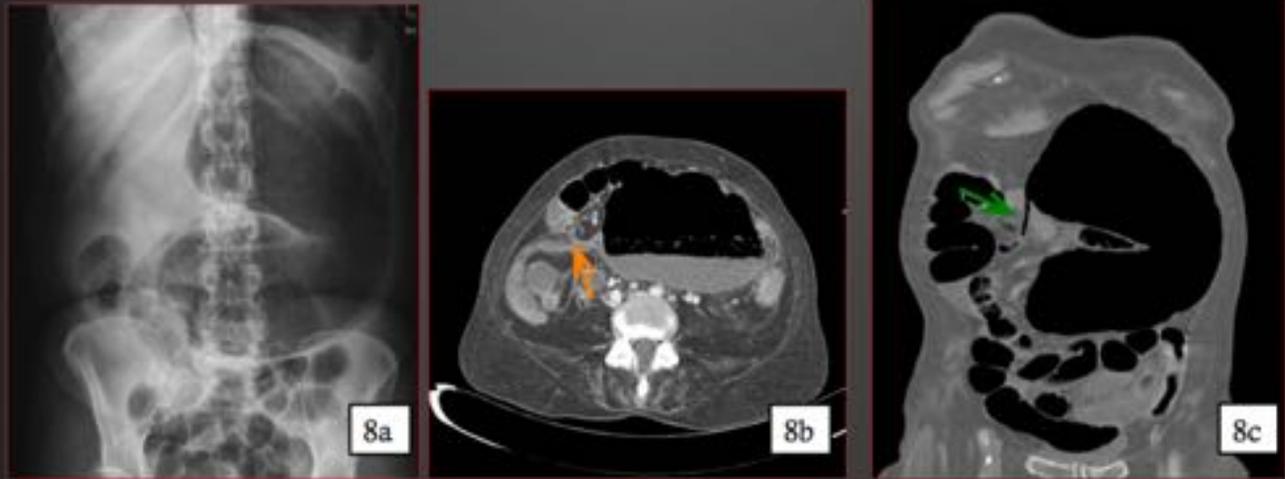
Mujer de 66 con distensión abdominal y vómitos. En la radiografía de abdomen AP (fig.8a) se observa una asa marcadamente dilatada en hipocondrio izquierdo que muestra haustras así como leve dilatación de asas de delgado en pelvis. En la TC se observa una rotación del meso cecal y estrechamiento brusco intestinal (flecha naranja fig 8b) con importante dilatación del ciego que se encuentra localizado en hipocondrio izquierdo. En la fig 8c (flecha verde fig.8c) se observa el apéndice ileocecal que se localiza de forma anormal en mesogastrio.
